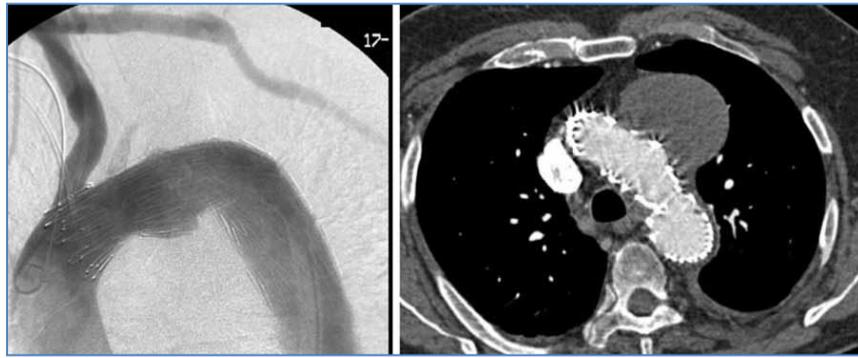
A la izquierda, endoprótesis ya colocada, con el *scallop* justo ubicado en el origen del tronco arterial braquiocefálico y la exclusión del aneurisma del arco aórtico. A la derecha, corte de tomografía que muestra la exclusión total del saco con trombosis
